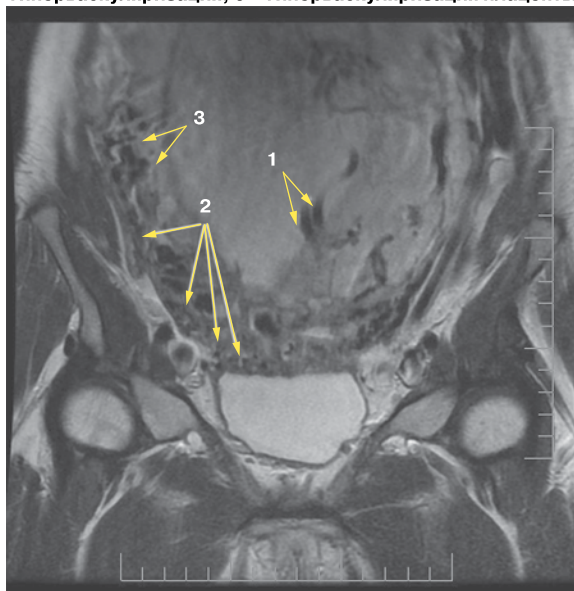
Корональная проекция МРТ.
